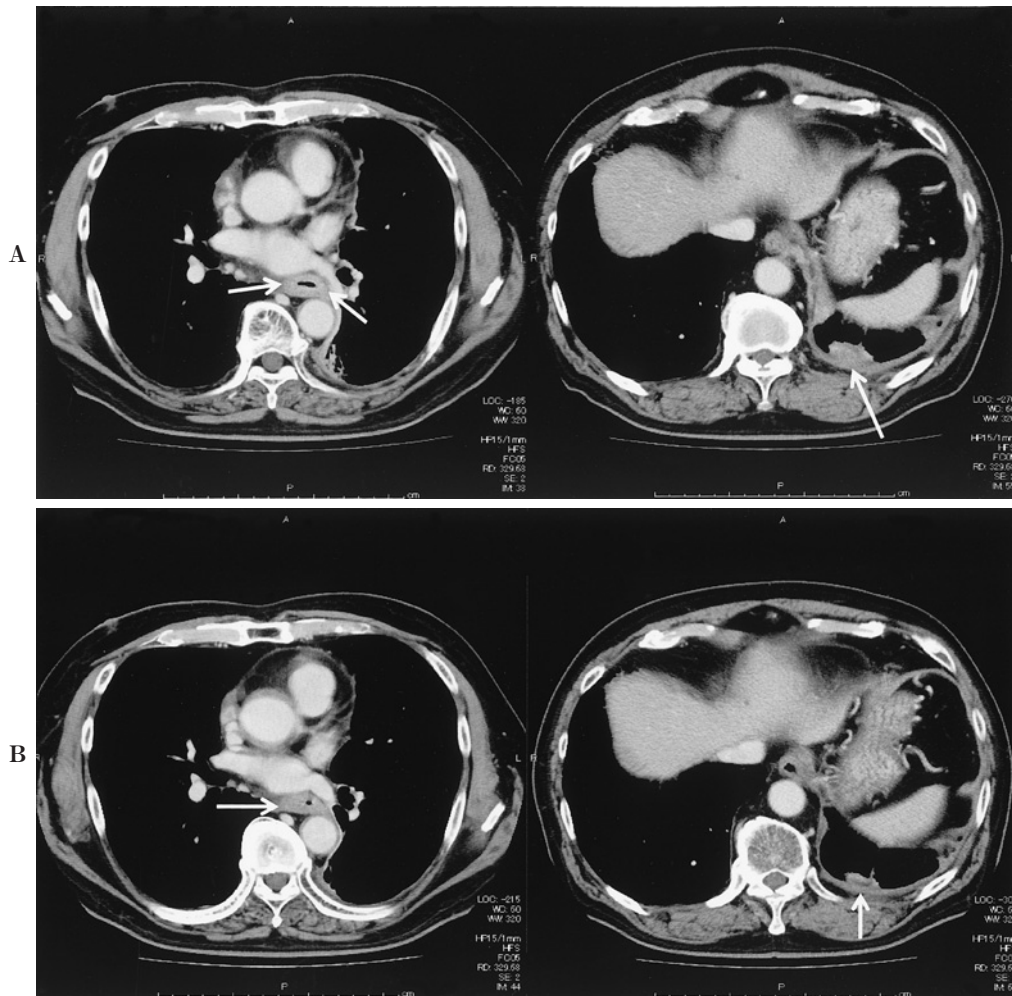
Chest CT before cisplatin + pemetrexed shows a lymph node with wall thickening of esophagus and a mass that exists in pleura (A). Chest CT after 4 cycles CP shows reduction of tumor size in the pleura (B).
